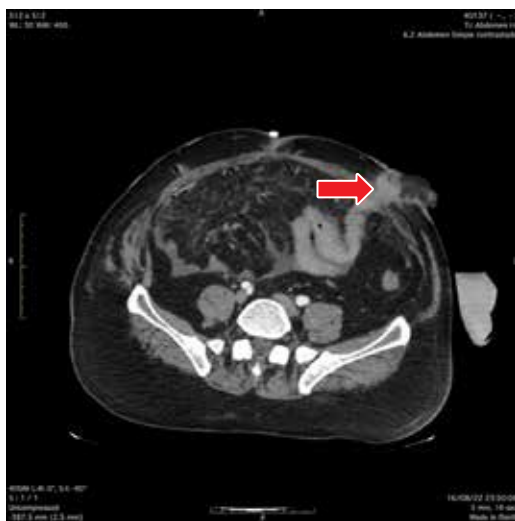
Tomografía computarizada en corte axial en donde se observa la cuarta porción duodenal cercano al ángulo de Treitz y 30 cm restantes con salida a estoma yeyunal. Se encuentra dehiscencia en la aponeurosis de los músculos rectos abdominales.
